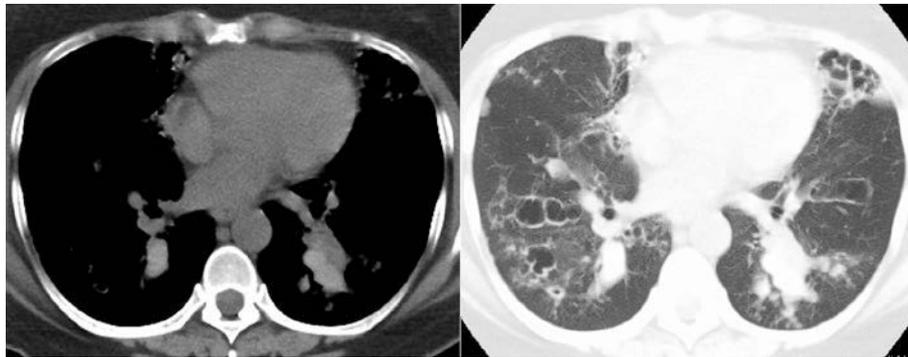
Chest CT at the time of recurrence of ABPM showed mucus plugs containing high attenuation areas in the lower lobes of both lungs.
